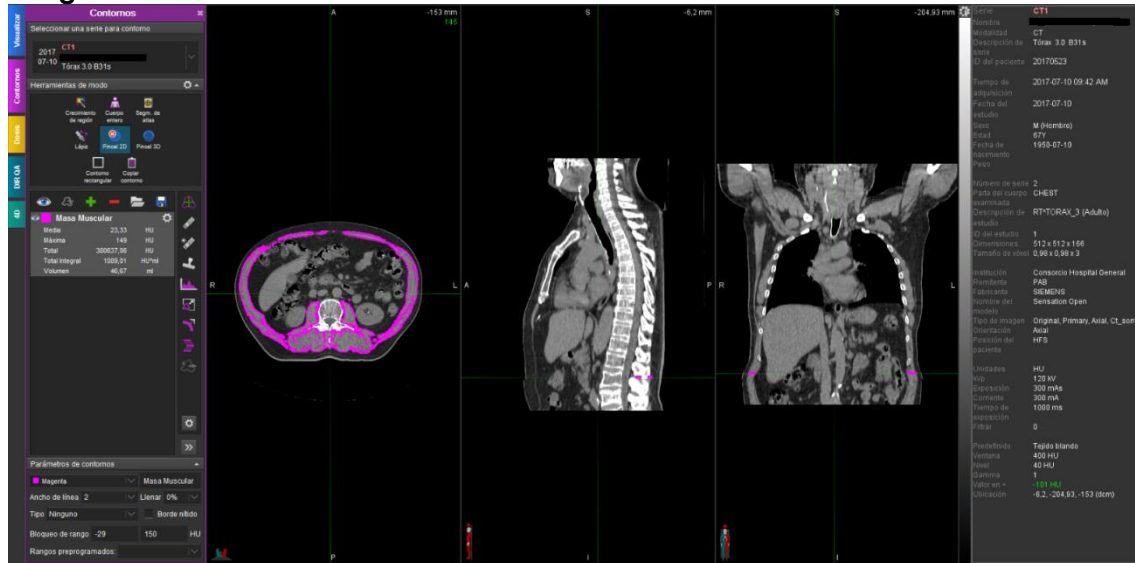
Example of C3 and L3 delineation using volumetool. In image (A), the paravertebral muscles (blue) and the SCM muscles (red) are delineated. In image (B), the spinal vertebrae, transverse abdominus, external/internal oblique and rectus abdominus muscles were delineated (purple). The settings used for delineation were of -29 to +150 HU. The sum of the volumes of every muscle of the region divided by the CT cut intervals expressed in mm was calculated to find out the density of SMM in C3 and L3. We propose that automatic methodology identification and delineation should be used when investigating SMM using CT scans, instead of free hand delineation.
